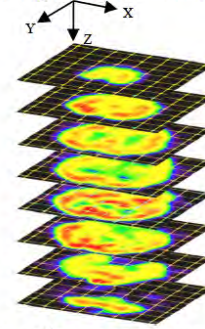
Example of  $^{99m}\text{Tc}$ -ECD SPECT image in axial plane from top to bottom slide.
